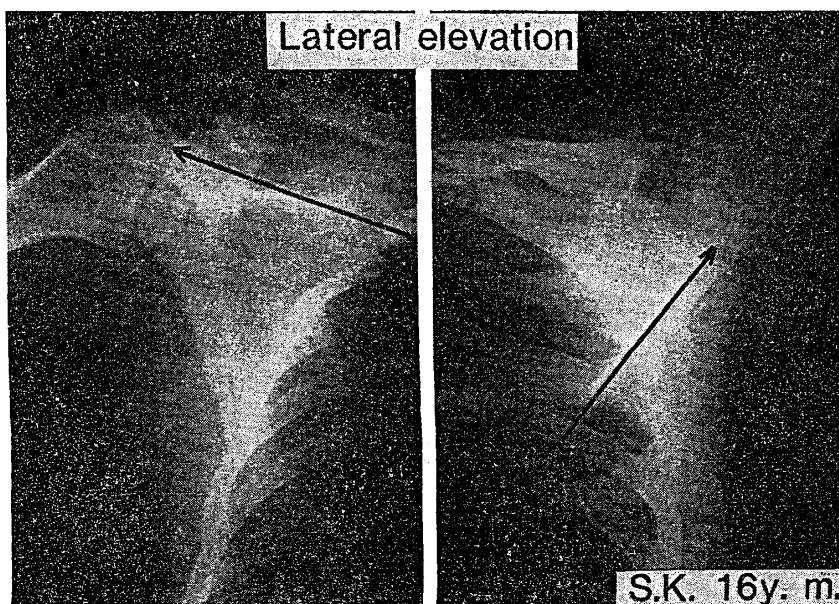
症例2. 兩側肩関節の最大自動外転位正面X線像。矢印は、肩甲棘の傾きを示す。
